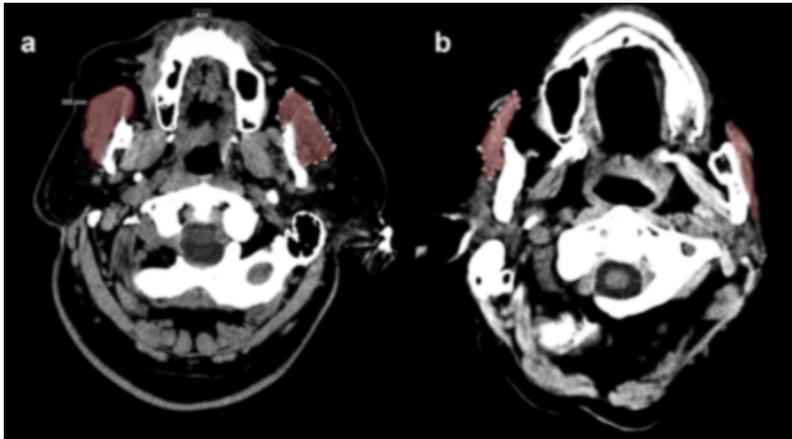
Valutazione TC della sarcopenia muscolare del massetere. Il muscolo massetere è il muscolo principale della masticazione e può essere identificato (colorato in rosso) nella tomografia computerizzata cranica (CT), usando immagini orizzontali di circa 1 cm fino alle ossa zigomatiche. (a) normale sezione trasversale del massetere e (b) sarcopenia muscolare del massetere.
